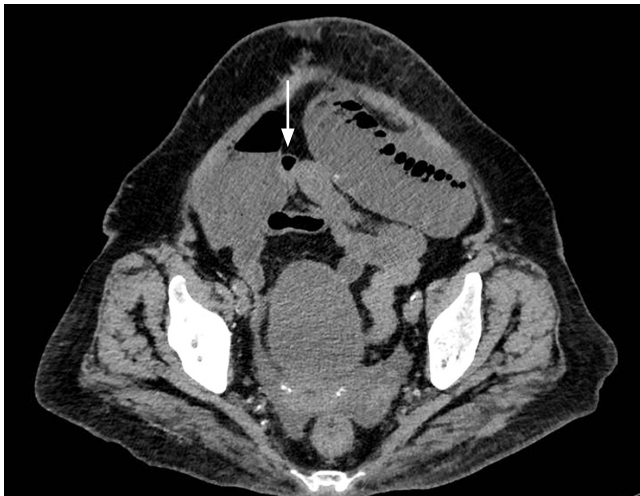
Obstrucción intestinal con zona de transición en el íleon distal. Tomografía simple de abdomen, con una flecha que señala la zona de transición, con estenosis en el íleon distal. Imagen propiedad de los autores.
